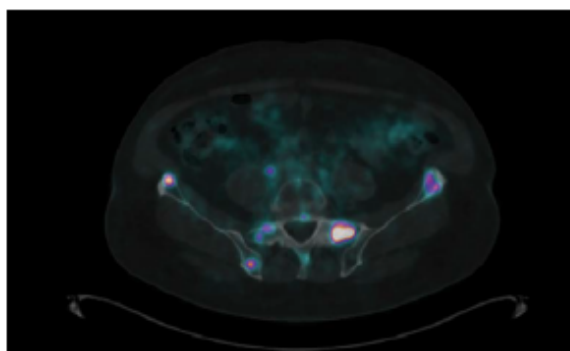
Patient KW, 68 yo, PET imaging with ^{68}Ga -PSMA-11.
